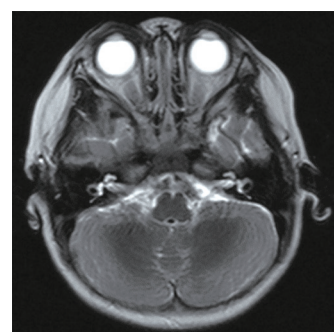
B-d. 症例2のMRI画像 治療開始13か月後のT2強調画像.
